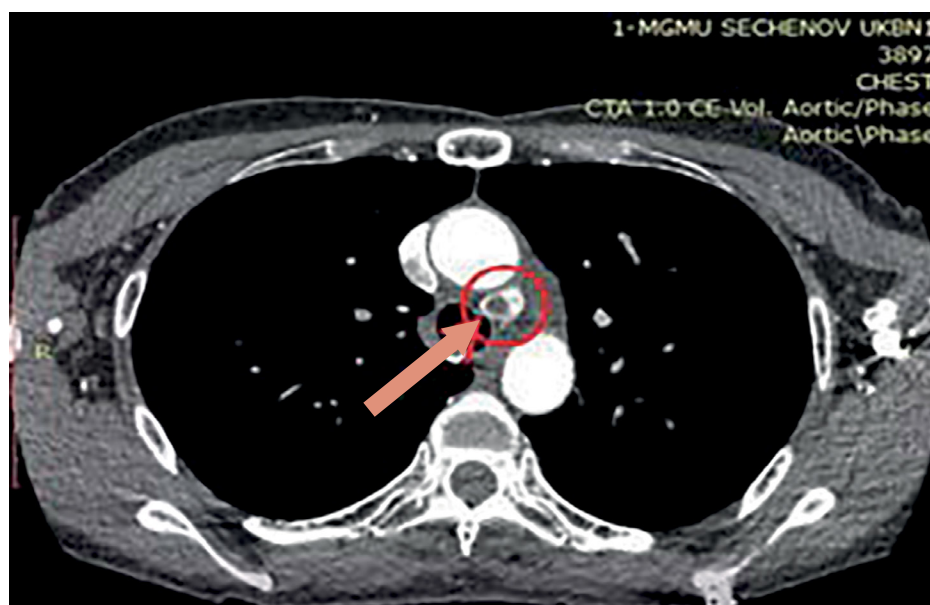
Томограмма, аксиальная проекция. Новообразование ОЩЖ указано стрелкой.
